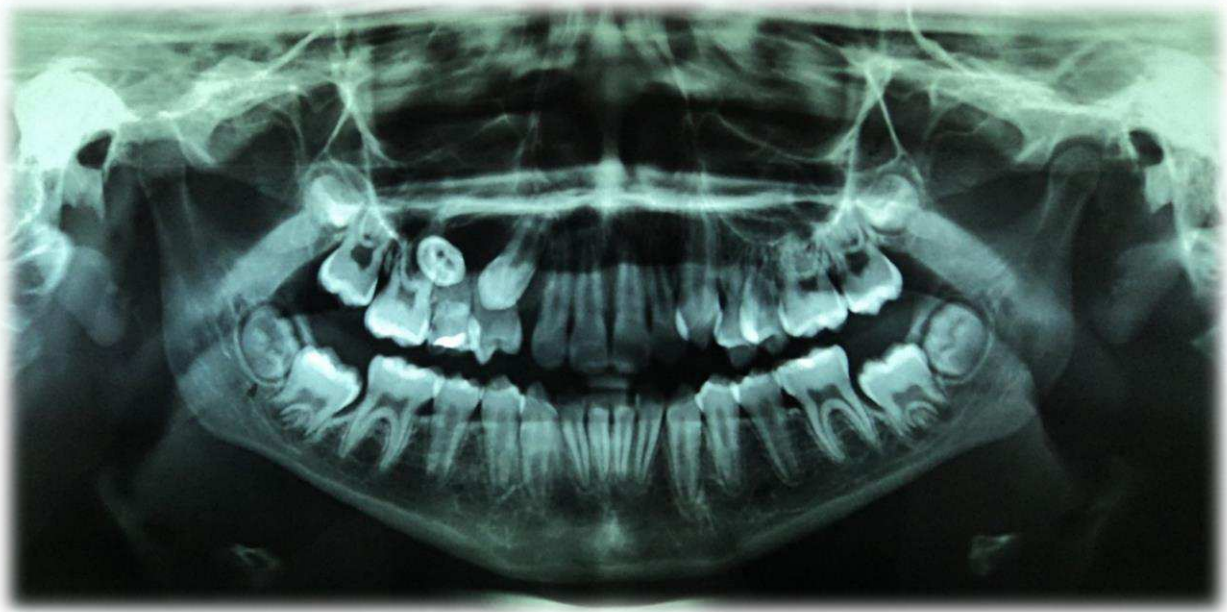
Radiografia panorâmica pré-operatória mostrando lesão radiolúcida unilocular de limites bem definidos associada ao elemento 15. Fonte: Arquivo do autor.
